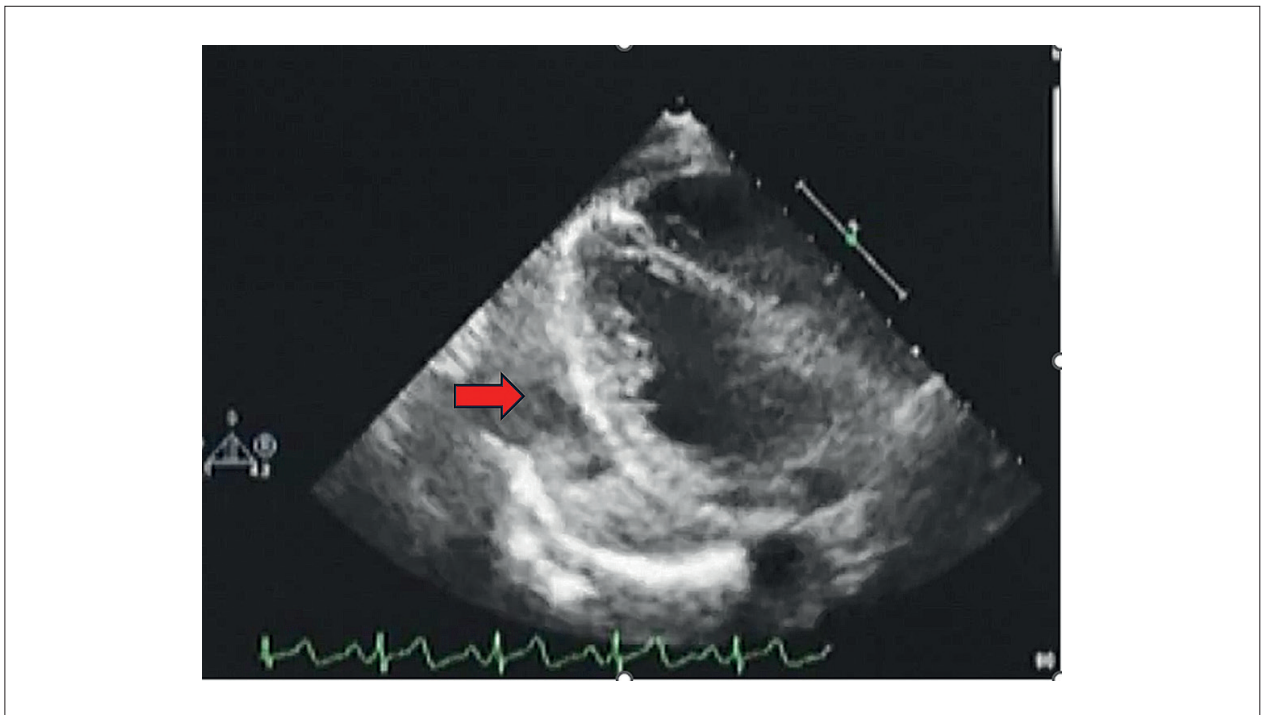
Ecocardiografia transtorácica com infusão de solução salina agitada no espaço pericárdico para confirmação do posicionamento da punção.
